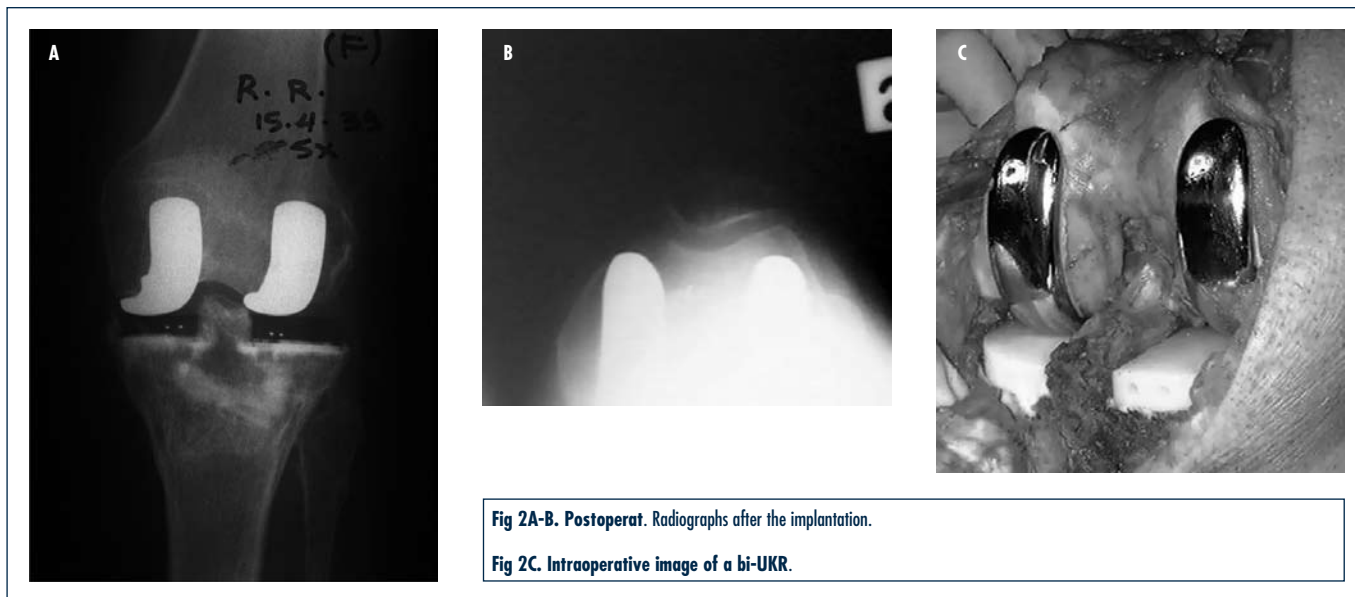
Postoperat. Radiographs after the implantation.
